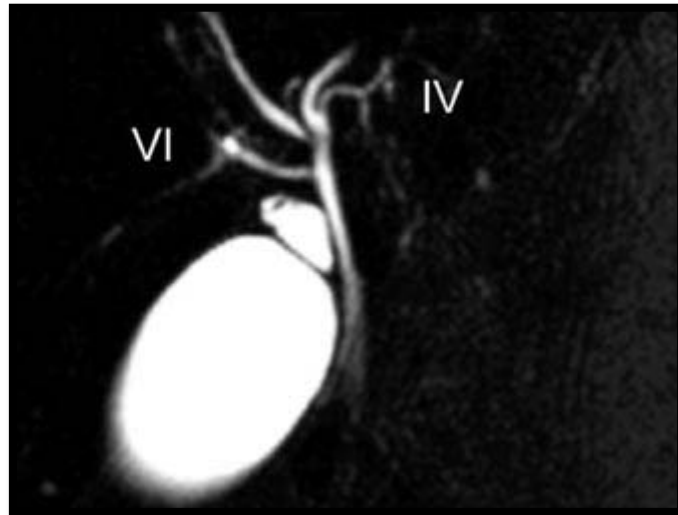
Cholangio-IRM : abouchement anormal du canal du segment VI dans la voie biliaire principale.
